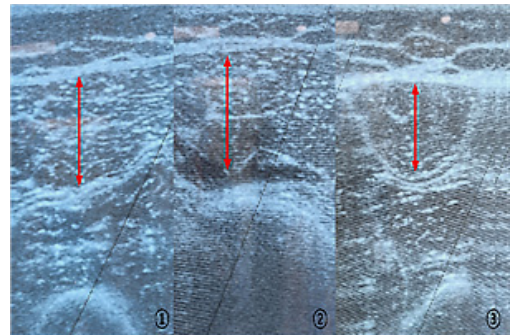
Ultrasound(① vastus lateralis ② vastus medialis ③ rectus femoris)
